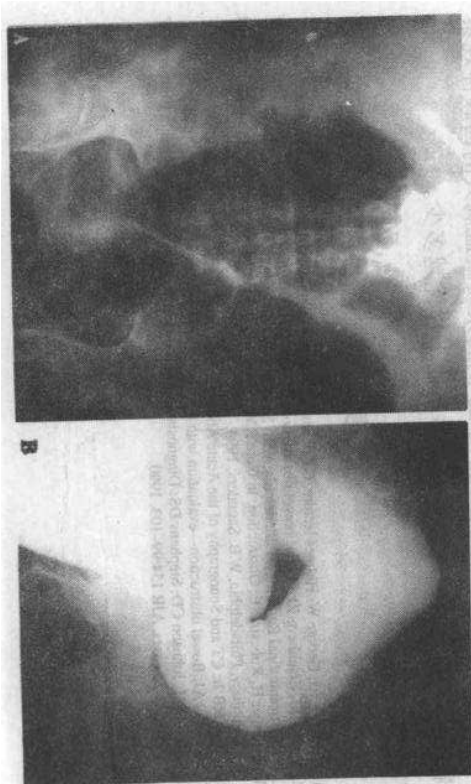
A 仰卧位平片可见扩张的大结肠襻。B 在钡灌肠上直肠和乙状结肠无梗阻性病变。病人有与假性梗阻相符的临床表现,故诊断应予考虑
